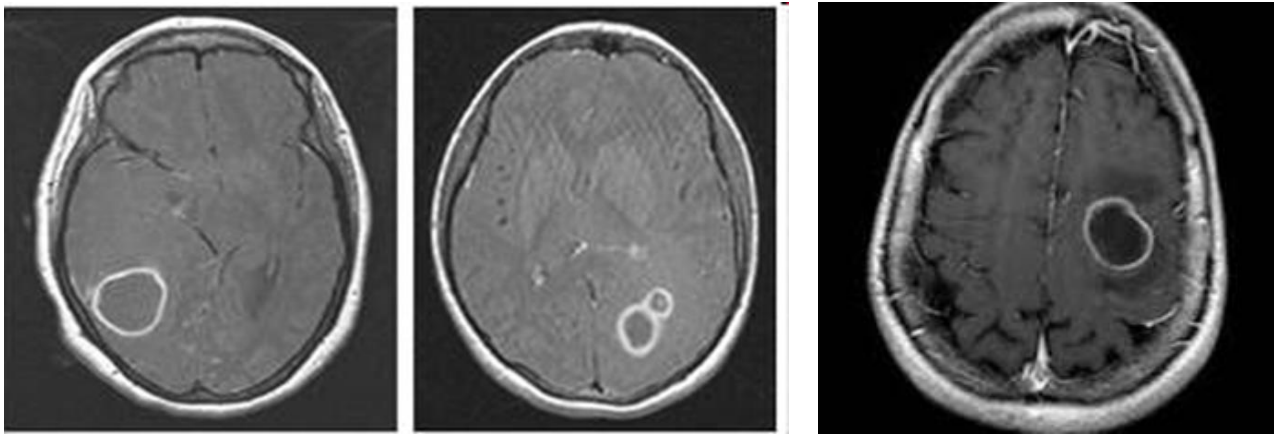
КТ-обстеження головного мозку, ознаки абсцесу
